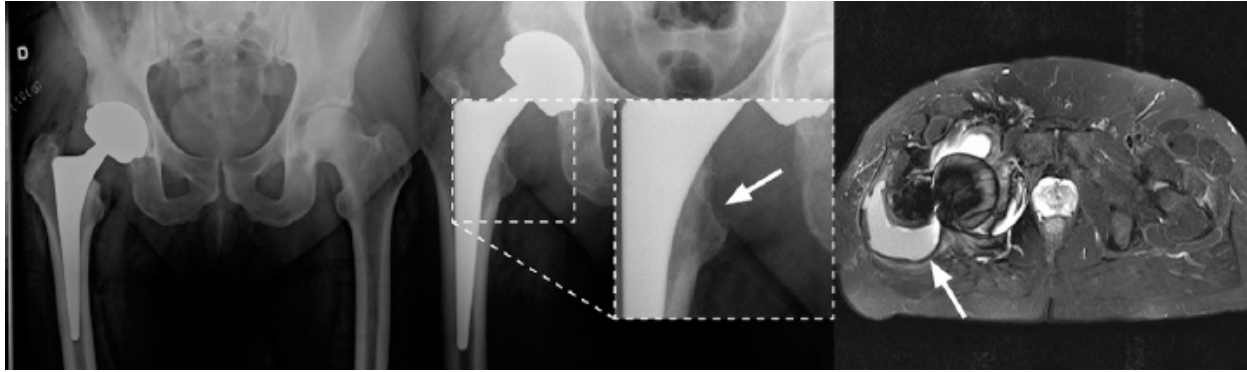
Trouvailles radiologiques sous forme d'ostéolyse au Rx et de masse à l'IRM.
